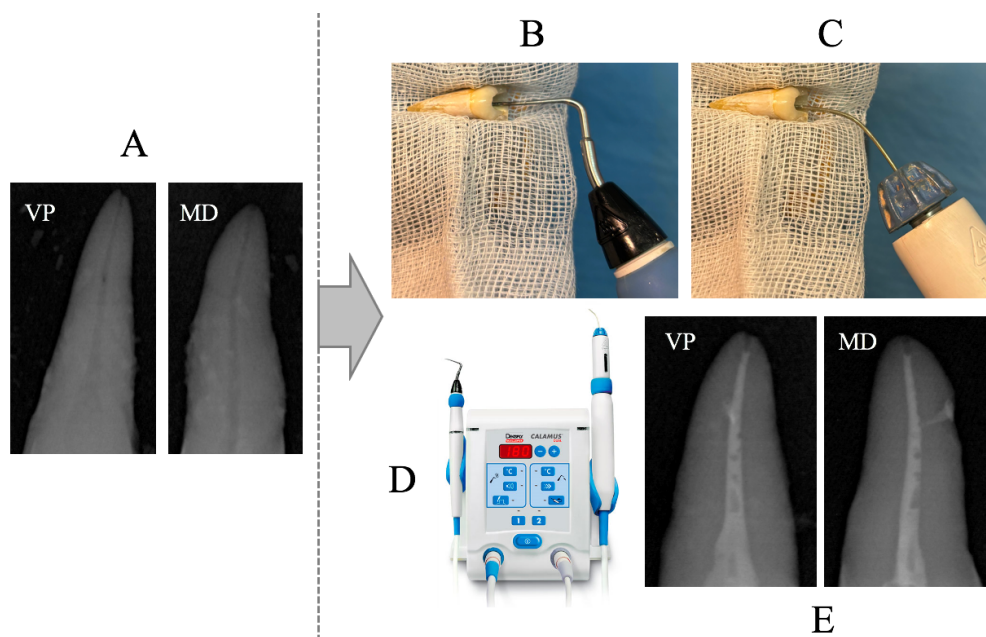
Técnica de obturação de compactação vertical com onda de calor contínua (A – Radiografias iniciais, incidência VP e MD; B – Downpack; C – Backfill; D – Callamus; E - Radiografias finais, incidência VP e MD).
